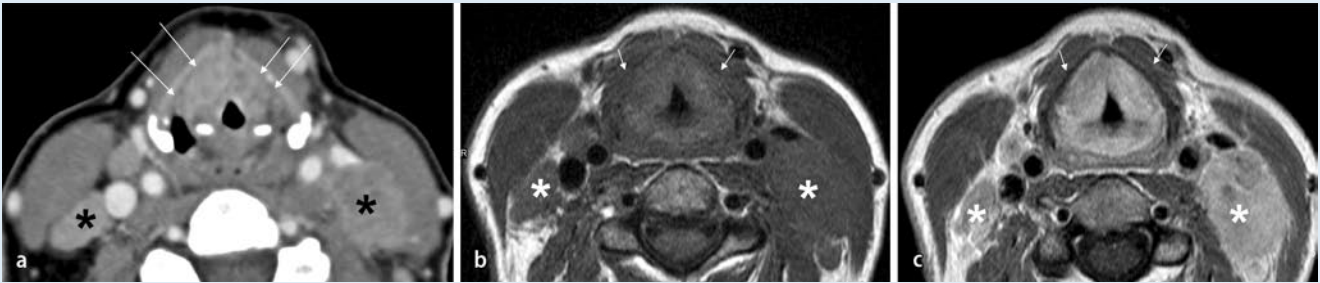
▲ CT- und MRT-Bilder eines supraglottischen Plattenepithelkarzinoms mit bilateralen Lymphknotenmetastasen bei einer jungen Frau. a Das CT-Bild nach KM-Gabe zeigt auf Höhe der Taschenfalten einen beidseitigen Tumor, der die beiden paraglottischen Räume infiltriert und bis zum Schildknorpel beidseits vorgedrungen ist (*lange Pfeile*). Beachte, dass die Dichte des nichtossifizierten Knorpels in etwa der Dichte des Tumors entspricht, wodurch eine Beurteilung der Tiefeninfiltration erschwert wird (s. Text). b Die T1-FSE-Bilder auf gleicher Höhe und T1-FSE-Bilder nach KM Gabe (c) zeigen die Tumorausdehnung bis zum Schildknorpel beidseits, der Schildknorpel selbst nimmt aber kein KM auf und ist somit nicht befallen (*kurze Pfeile*). *Asterisks* kennzeichnen die ausgedehnten bilateralen Lymphknotenmetastasen
